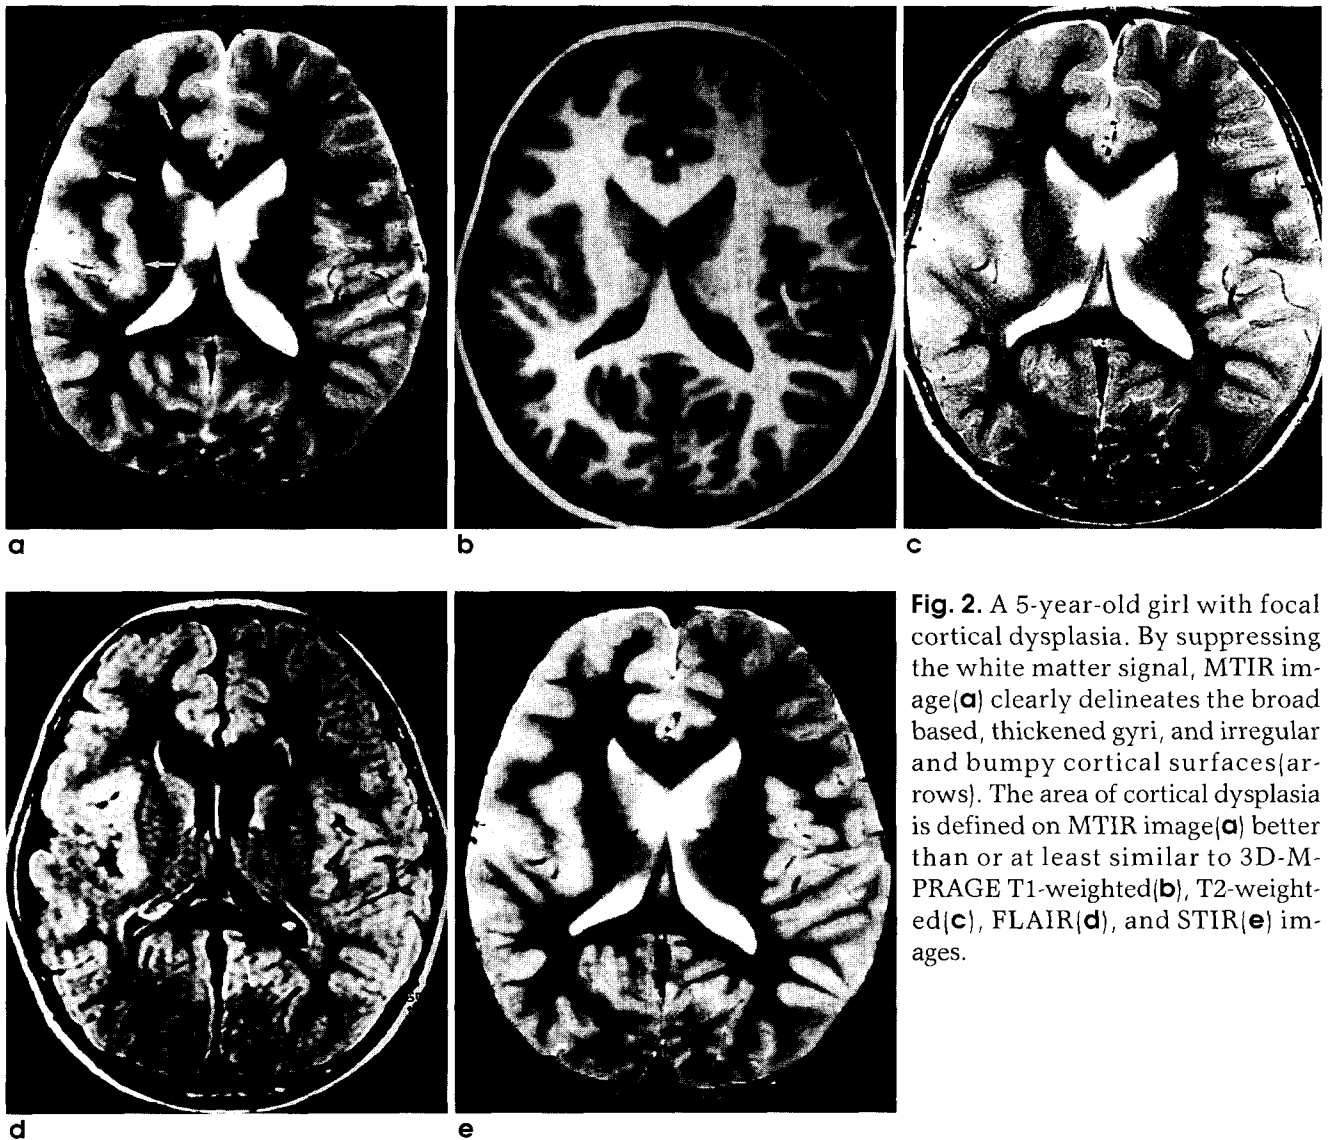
A 5-year-old girl with focal cortical dysplasia. By suppressing the white matter signal, MTIR image(a) clearly delineates the broad based, thickened gyri, and irregular and bumpy cortical surfaces(arrows). The area of cortical dysplasia is defined on MTIR image(a) better than or at least similar to 3D-M-PRAGE T1-weighted(b), T2-weighted(c), FLAIR(d), and STIR(e) images.
